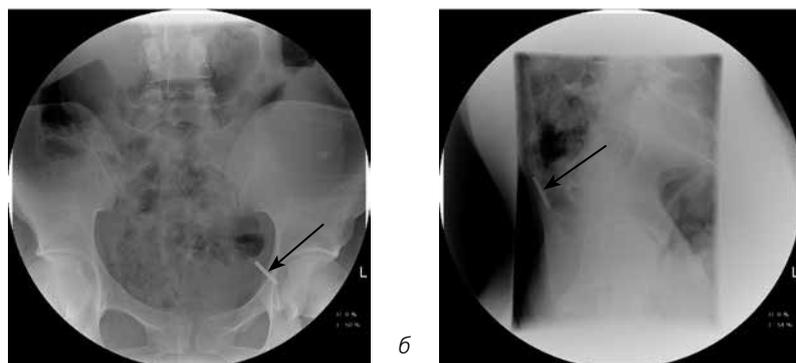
а, б. Обзорная рентгенография малого таза в прямой (а) и боковой (б) проекциях. Мигрировавшая ВМС указана стрелками.
